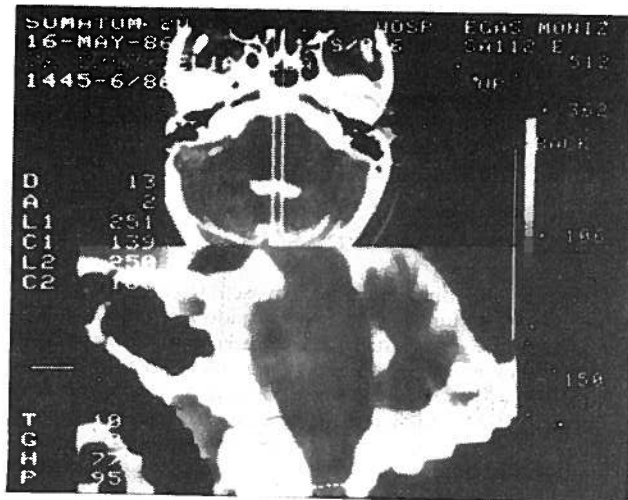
Tomografia axial computadorizada, associada a injeção de metrizamida no espaço subaracnoideu, num caso de espasmo hemifacial secundário a um glicoma do tronco. Notar o alargamento do tronco cerebral.
